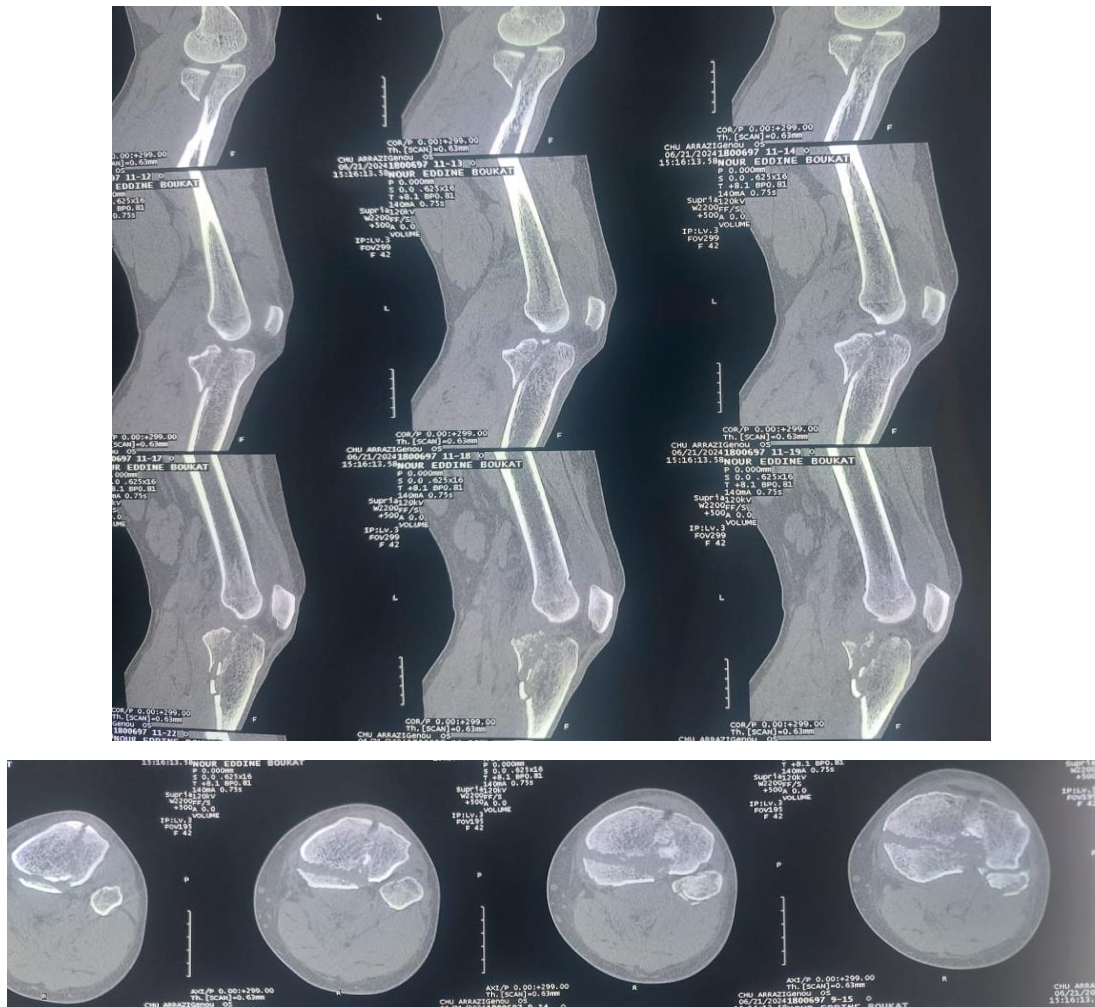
TDM du genou avec coupe axiale, sagittale montrant une fracture séparation spino bi-tubérositaire comminutive du plateau tibial classée type 6 A + P de Schatzker modifiée + fracture de la tête fibulaire.
